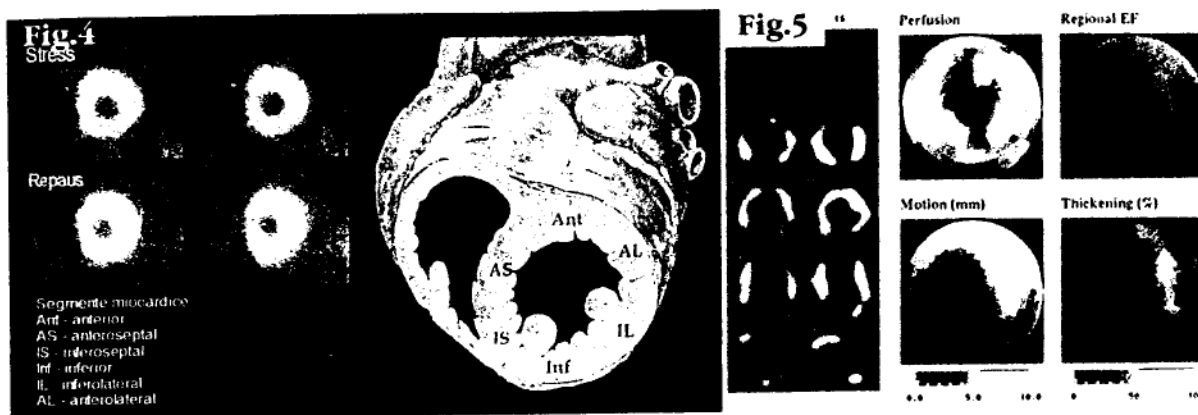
Reprezentarea scintigrafică și anatomică a segmentelor miocardice, prin tehnica SPECT în axul scurt
